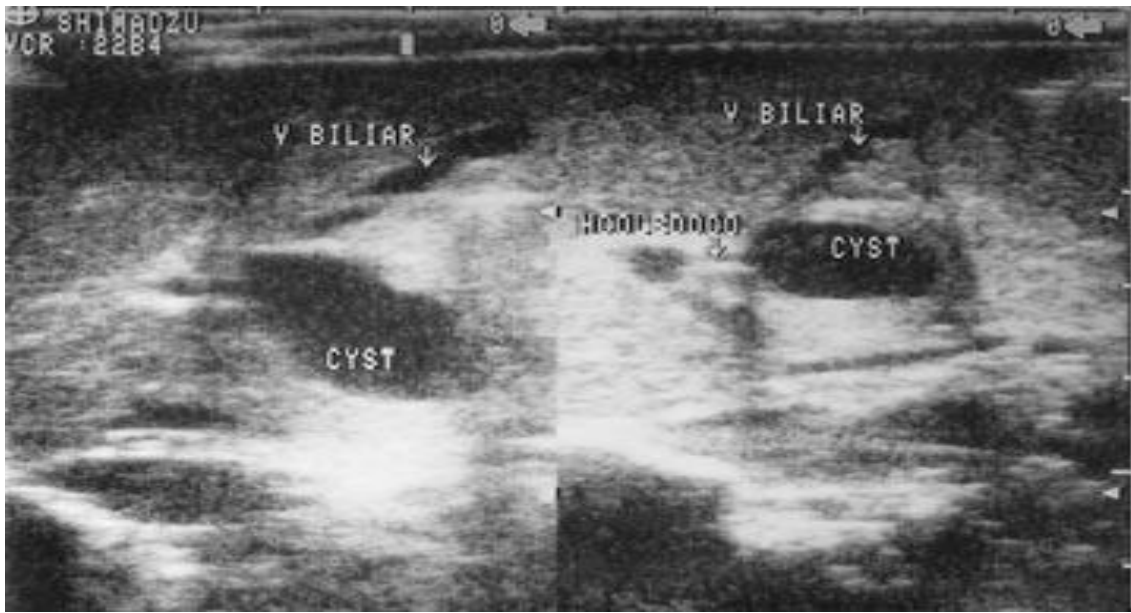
Échographie post-natale confirmant le diagnostic
